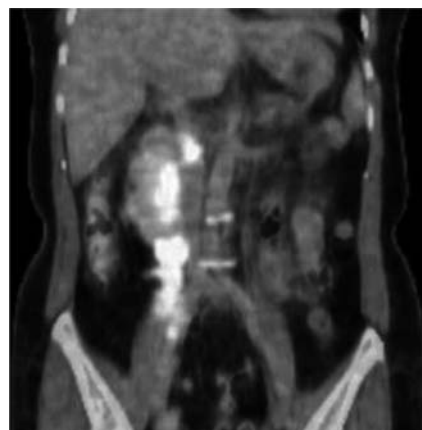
^{18}F -FDG PET revealed high uptake at the caudal side of the tumor.
